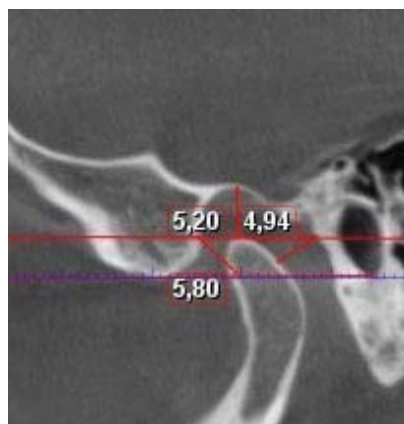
КТ СНЩС, конструктивний прикус після лікування, верхня суглобова щілина 5,2 мм.
